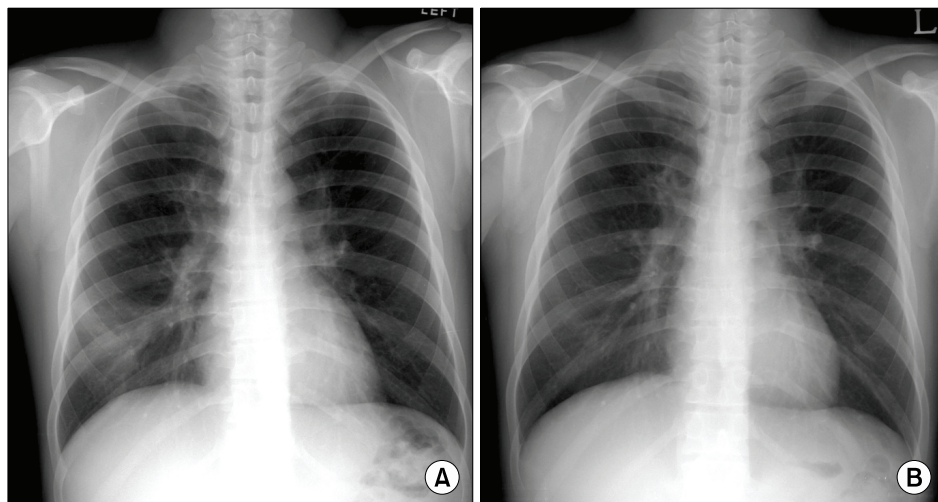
(A) Chest radiograph shows increased infiltration of right lower lobe. (B) Infiltration was disappeared after antibiotic treatment.
